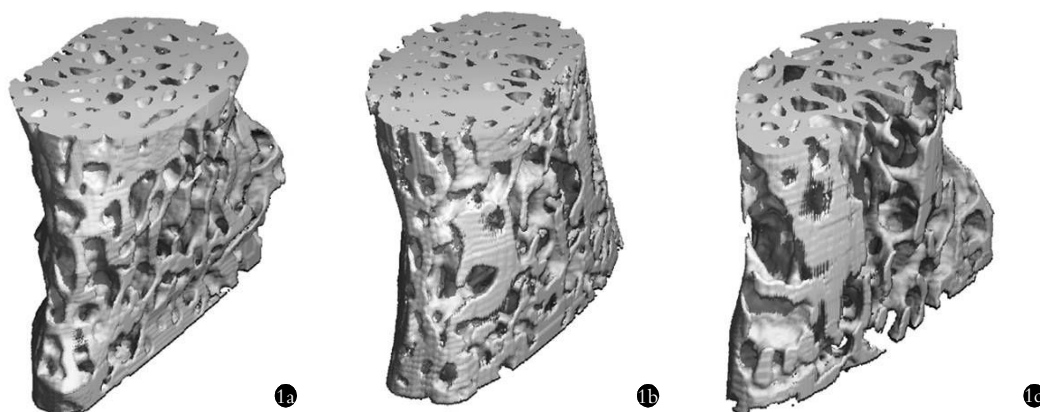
各组 Micro-CT 三维重建图 1a. 正常对照组 1b. 腰椎间盘突出退变组 1c. 肾虚型腰椎间盘突出退变组(复合模型组)
